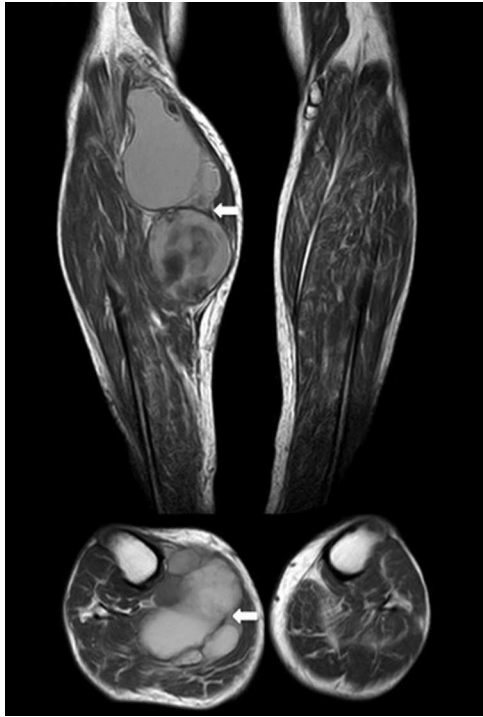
RM. Imágenes axial y coronal en T1. Masa bien circunscrita (flechas). Aumento de la intensidad de señal compatible con presencia subaguda de productos sanguíneos.
